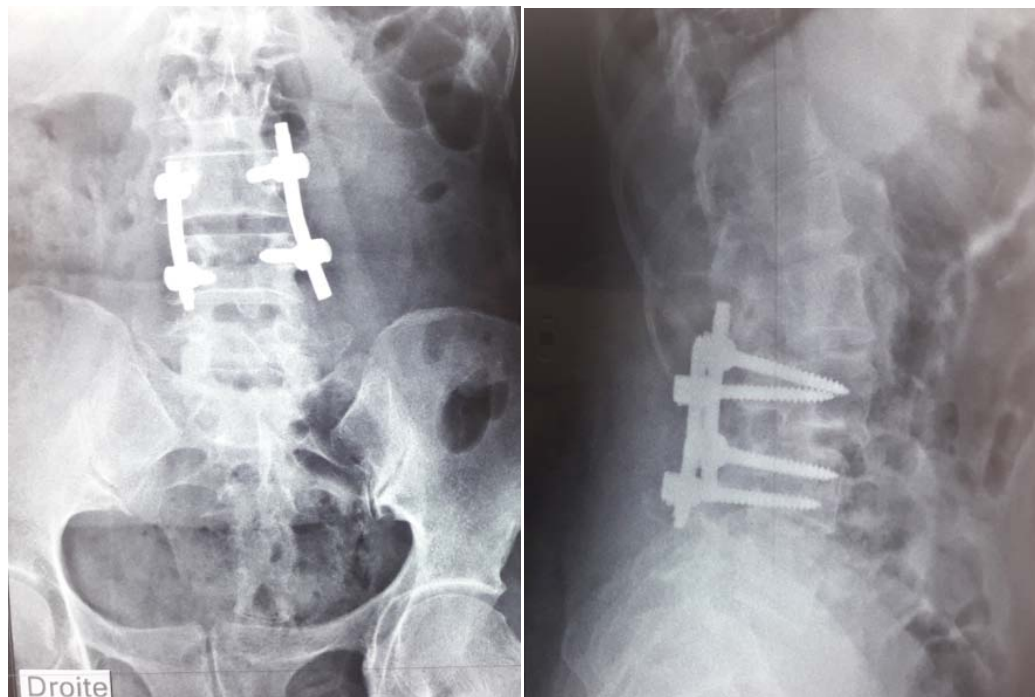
Radiographie standard de face (A) et de profil (B) du rachis lombosacré montrant le résultat d'une cure chirurgicale d'un spondylolisthésis L3L4
